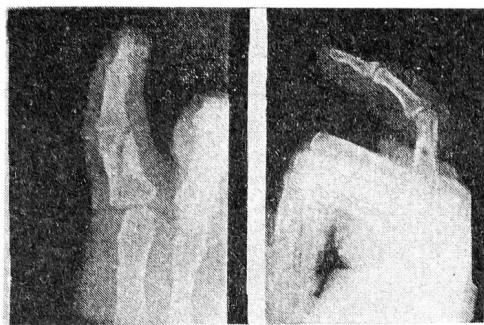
Рентгенограмма в прямой и боковой проекциях того же больного после щадящего артролиза проксимального межфалангового сустава V пальца левой кисти.
